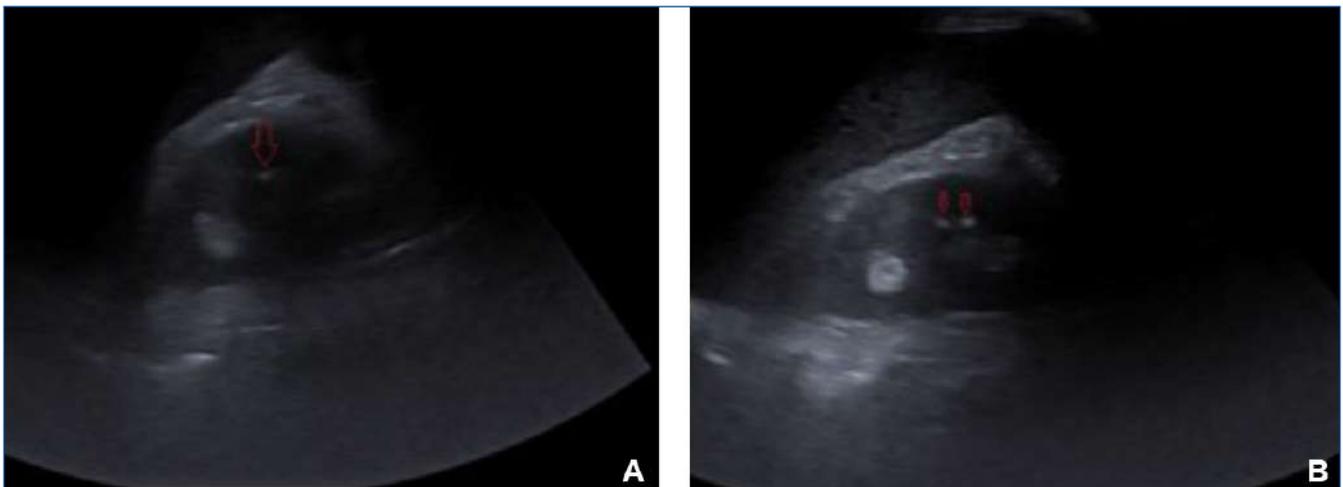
Ecografía renal inicial. A) Riñón izquierdo. B) Riñón derecho. Las flechas muestran litiasis no obstructivas.
